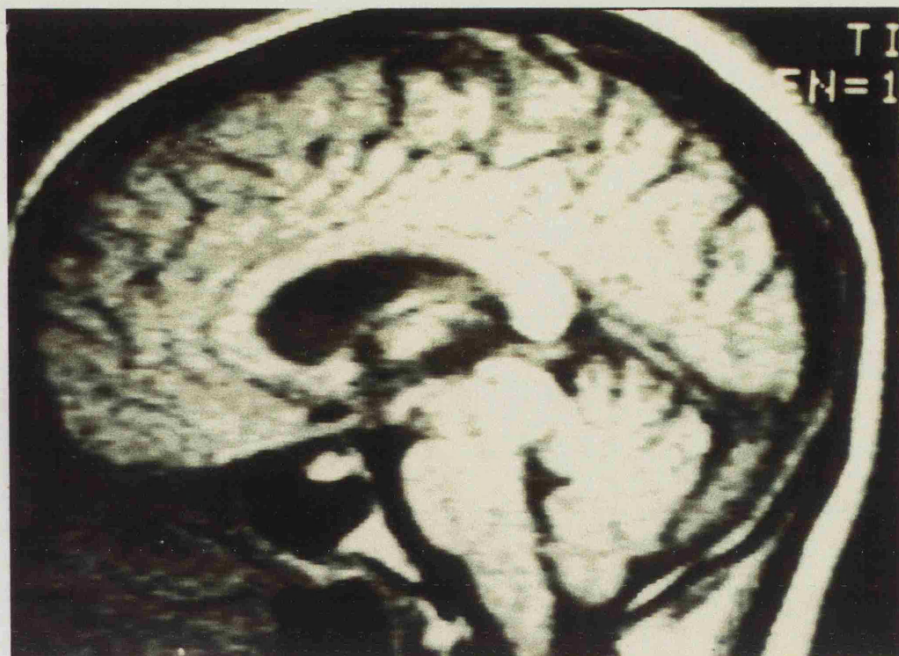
Imagen RM de una metástasis de melanoma sobre la región pineal (Caso 50).
